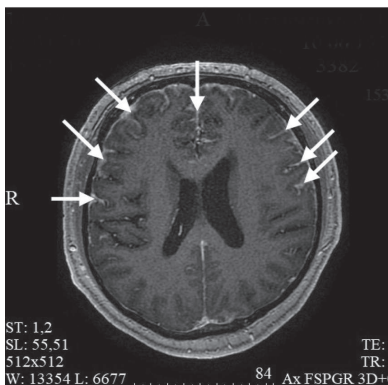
Диффузное контрастирование мягкой оболочки головного мозга на МРТ головного мозга (T1-взвешенном изображении)
